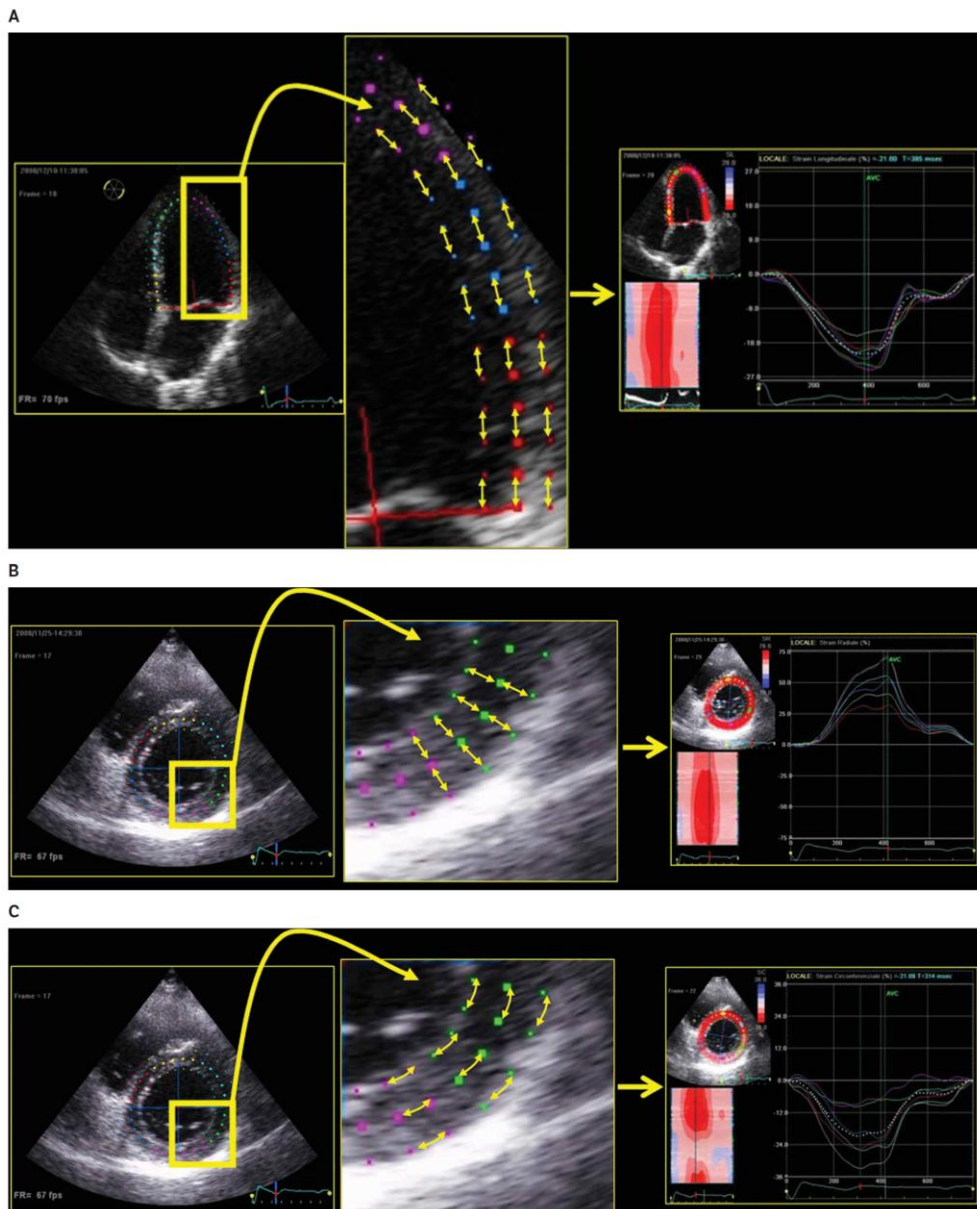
Эхокардиографический анализ деформации миокарда с помощью спекл-трекинга, показывающий измерения продольной деформации (А), радиальной деформации (В) и циркулярной деформации (С) [4].
